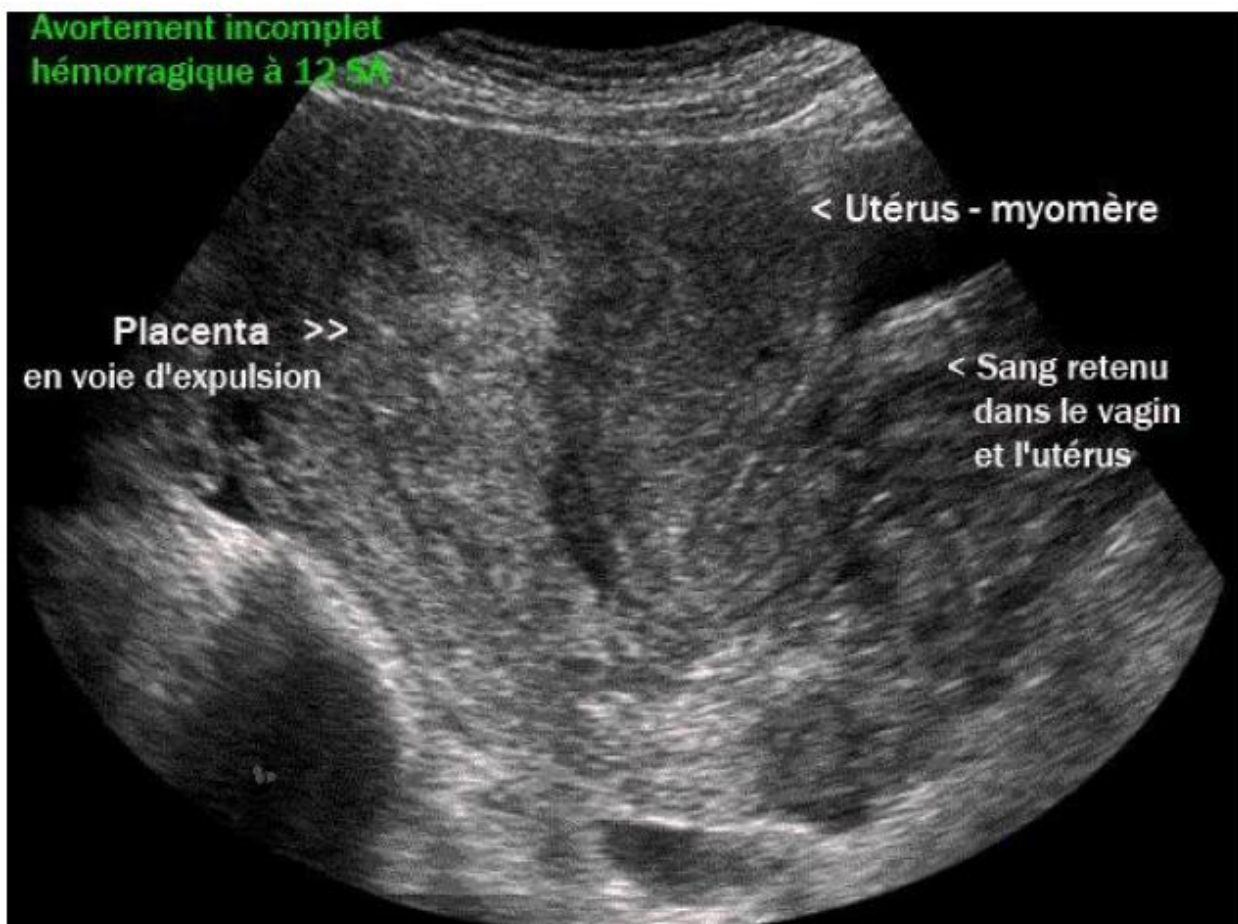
Image échographique d'un avortement incomplet [18]
